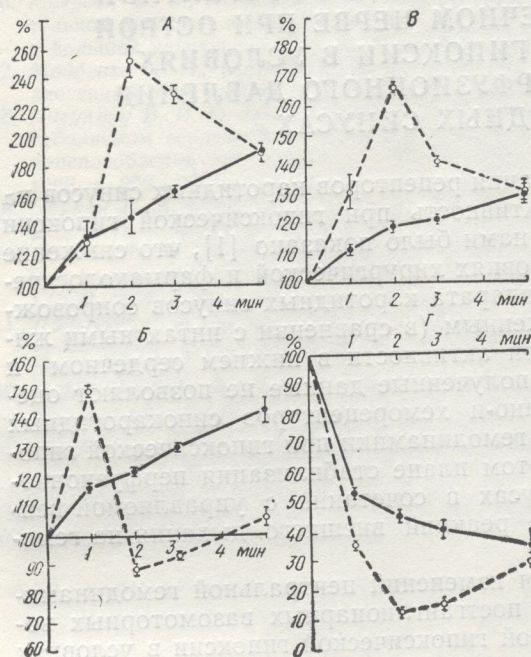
Изменения эфферентной активности в почечном нерве в условиях острой гипоксической гипоксии у животных с интактными каротидными синусами (сплошная линия) и при стабилизации в них перфузионного давления (штриховая линия).
